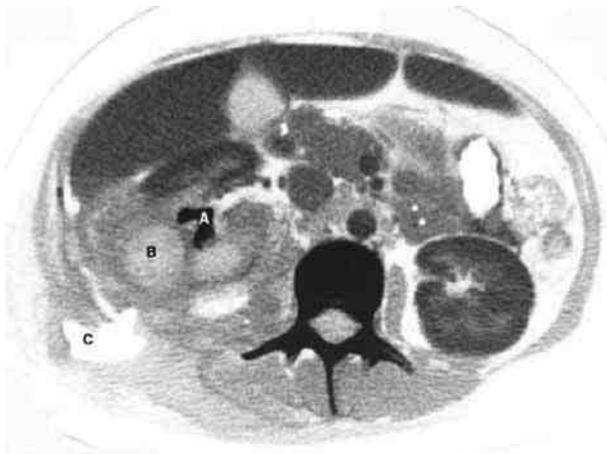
Компьютерная томограмма (Tsukagoshi D. et al., 2006). В полостной системе правой почки определяется коралловидный конкремент (А). В паранефральной клетчатке визуализируется абсцесс (В), сообщающийся с подкожным абсцессом поясничной области (С)
